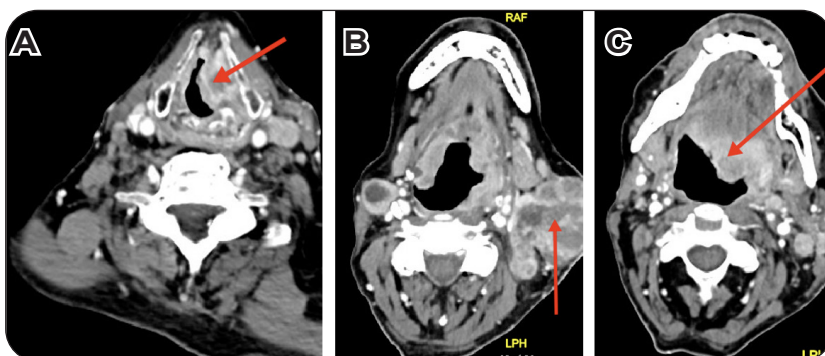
CT scanner du cou. (A) Envahissement laryngé par la tumeur, (B) Volumineuse tumeur cervicale, (C) Envahissement de la base de langue par la tumeur.
